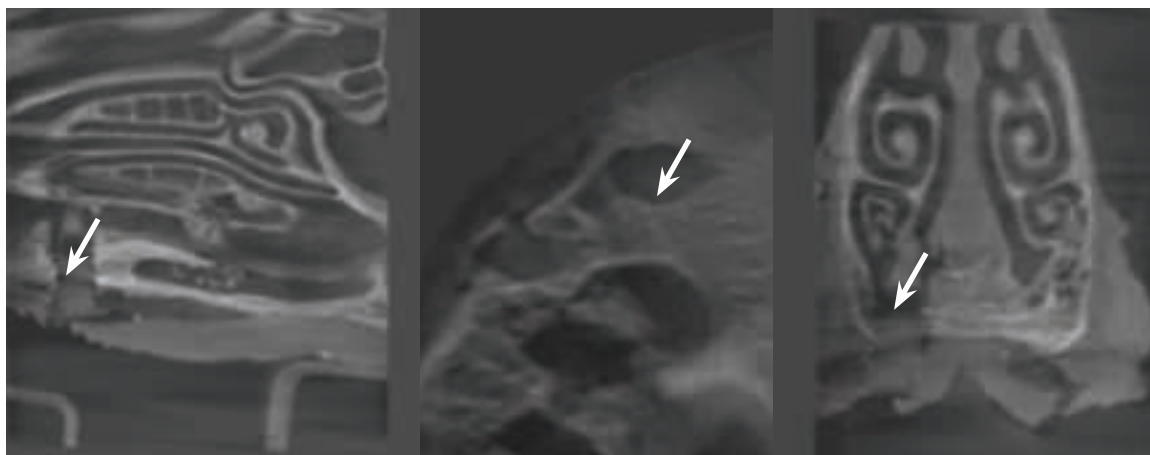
Компьютерная томограмма верхней челюсти овцы. Стрелкой указано положение фантома
